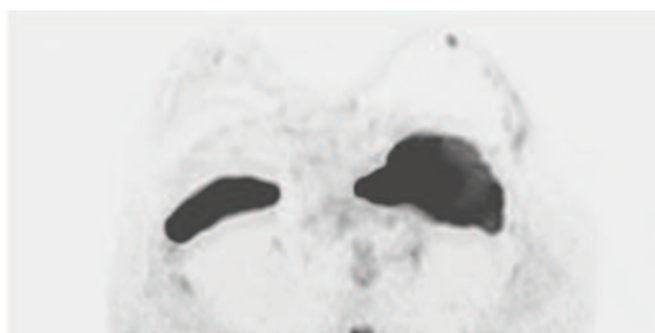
Immagini assiali acquisite con Tecnica DWI con valori di b factor pari a 0 e 800 sec /mm², in acquisizione.
